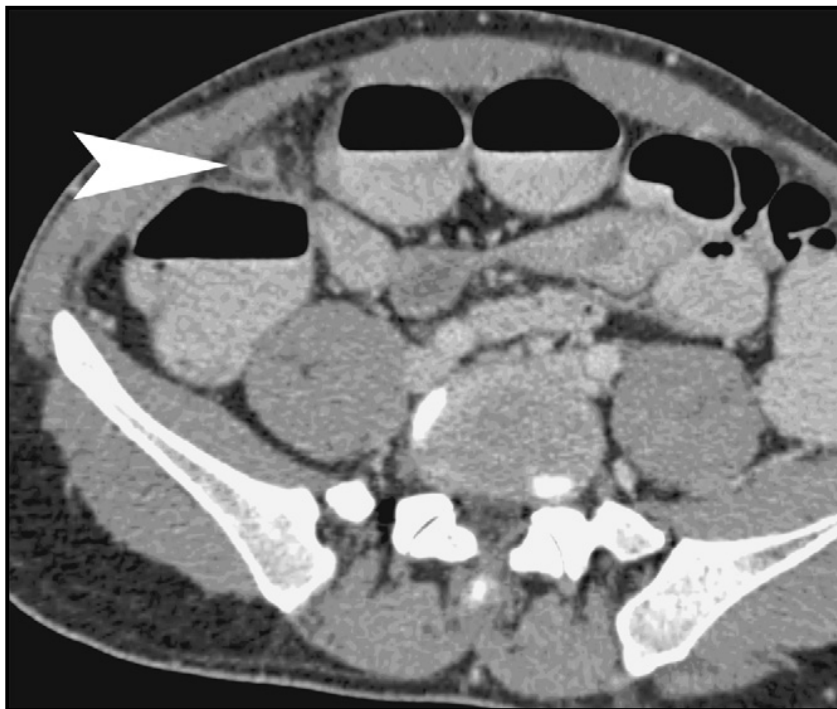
TDM effectuée avec un lavement opaque et une injection intraveineuse de produit de contraste iodé montrant l'aspect d'appendicite aiguë (tête de flèche)[68]
